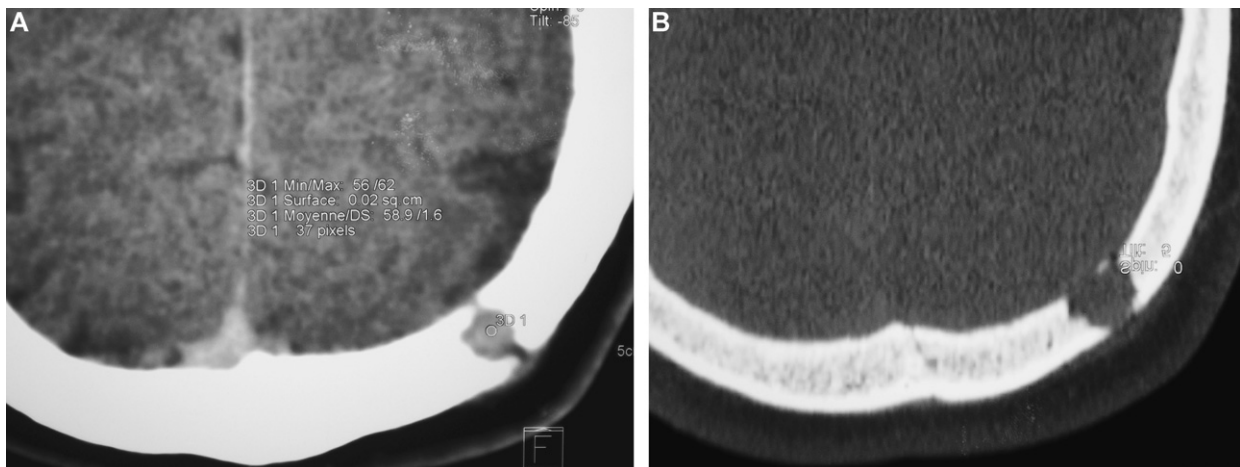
Localisation intradiplôïque de granulome éosinophile. A. Fenêtre parenchymateuse. B. Fenêtre osseuse. *Intraosseous eosinophilic granuloma. A. Parenchymal CT. B. Osseous CT.*
